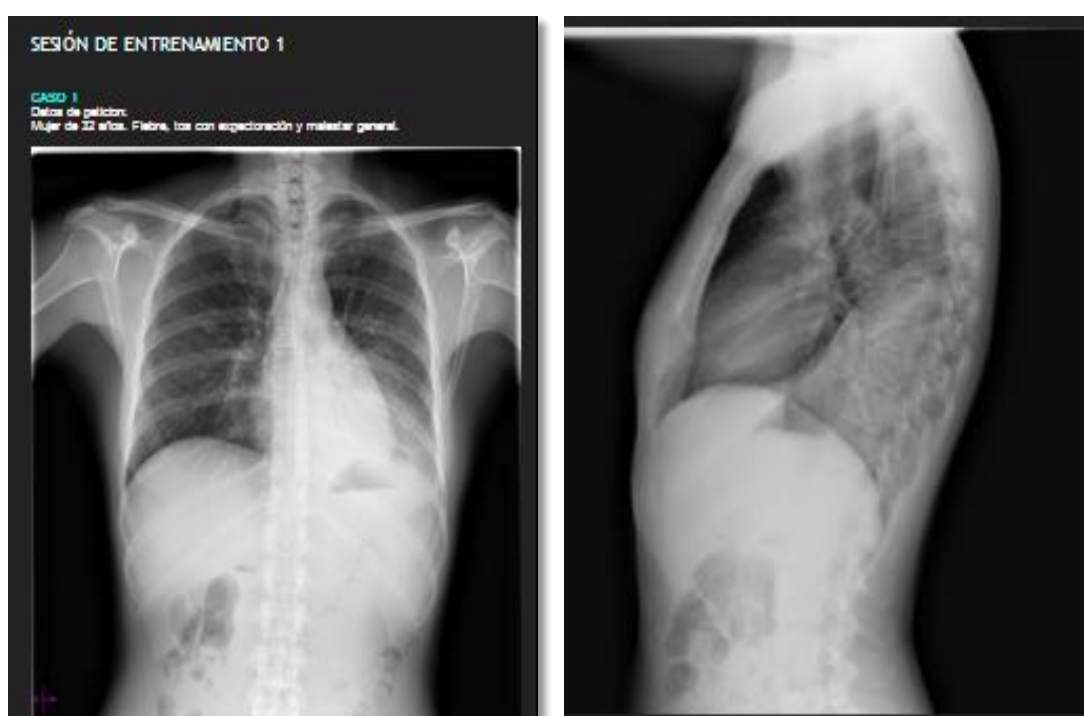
14.- Primera sesión de entrenamiento. Caso 1. Mujer de 32 años con fiebre, tos con expectoración y malestar general. Informe radiológico correcto: condensación alveolar con broncograma aéreo en LII. Dudosa esplenomegalia, a valorar con ecografía.
